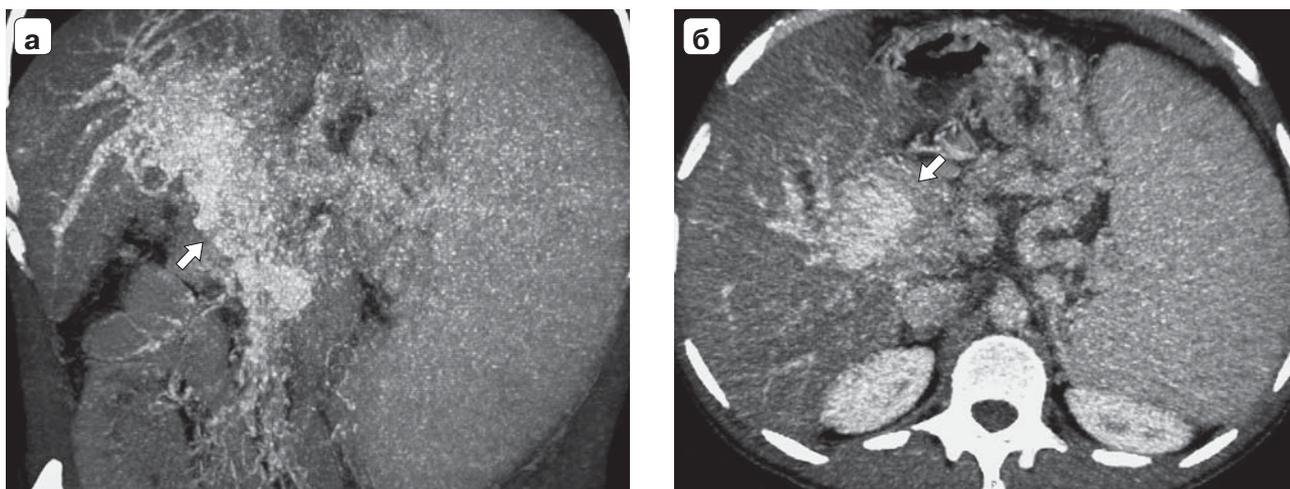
Компьютерные томограммы. Клиническое наблюдение №24: а – фронтальная проекция, режим портографии; б – аксиальная проекция. 1 – ВВ; 2 – ВВВ; 3 – СВ; 4 – ЛЖВ; 5 – варикозные вены желудка GOV I. Тромб указан белой стрелкой.
